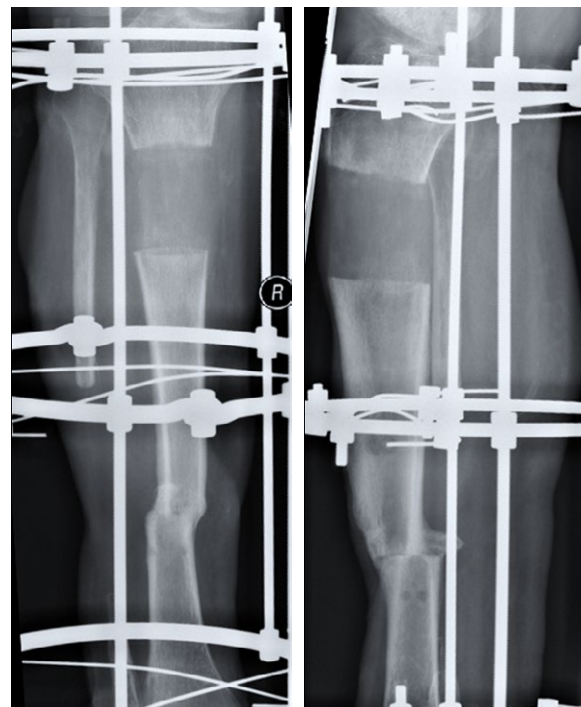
Рентгенограммы костей правой голени (а — прямая проекция, b — боковая проекция): продолжение дистракции фрагментов большеберцовой кости со скоростью 1 мм / сут.
